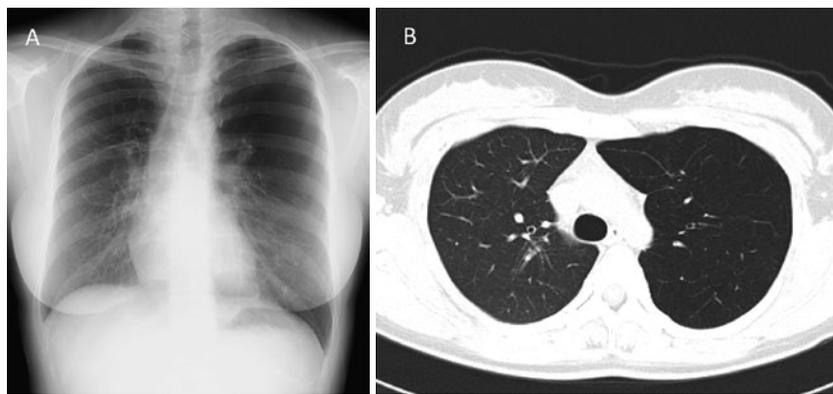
(A) 20歳時の胸部X線写真. 左上中肺野の透過性亢進を認める。(B)胸部単純CT. 左上葉の気腫性変化と血管影の減少を認める。
